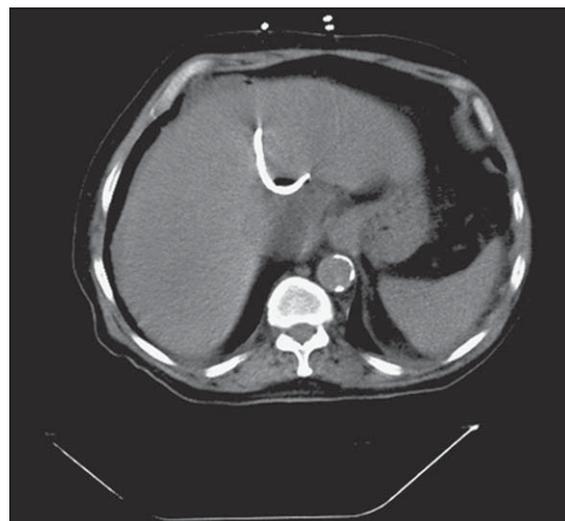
Tomografía Computada: Drenaje percutáneo en colección peri-hepática.
